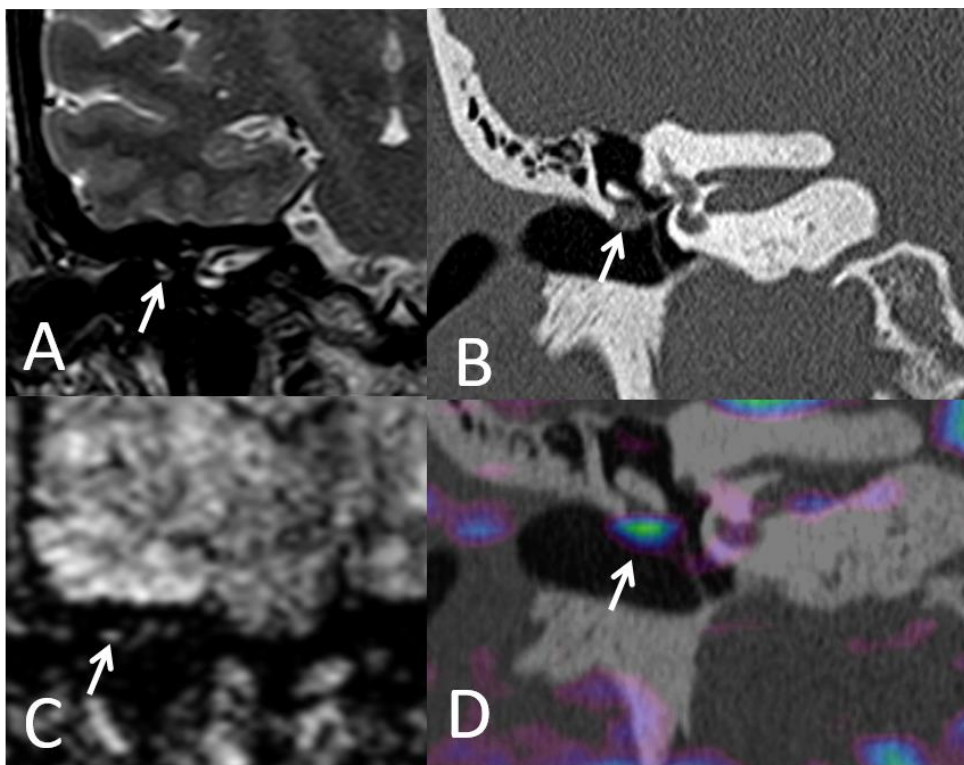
Colesteatoma de 3mm en espacio de Prussak. A: Coronal T2, B: TC con reconstrucción en coronal. C: Difusión NO EPI. D: Fusión RM/TC. La flecha indica en cada una de las imágenes la localización de la lesión.
